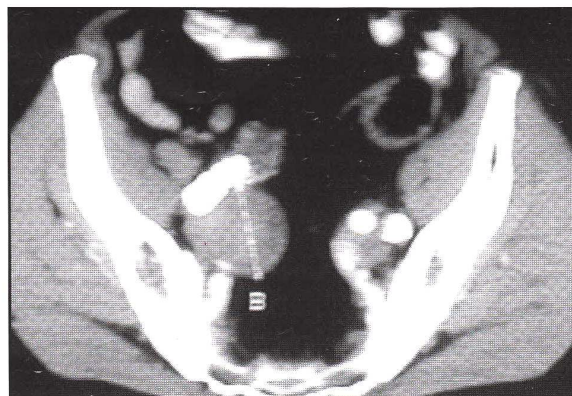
TC post-operatoria, l'aneurisma ipogastrico escluso, a 6 mesi mostra iniziale riduzione
